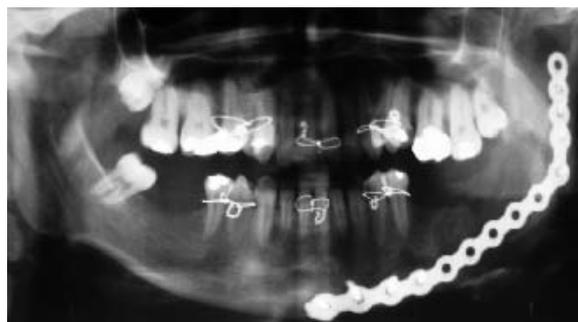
Radiografia panorâmica evidenciando amarras tipo IVY e placa reconstrutiva.
